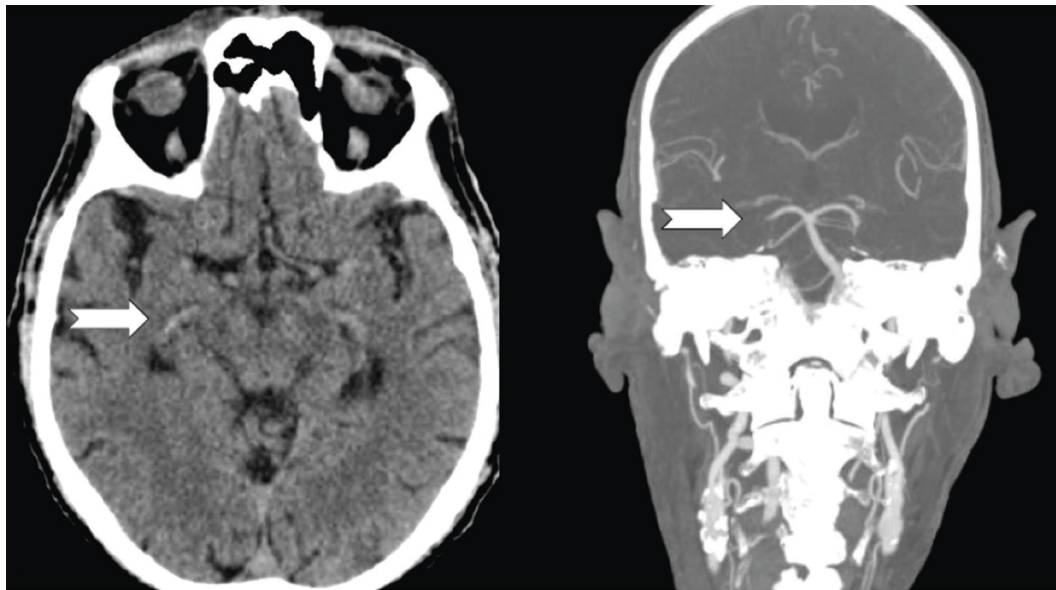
Brain CT (left) and angio-CT (right) revealed a thrombus in the right cerebral posterior artery (arrows) [23-24] patient with minor stroke.
